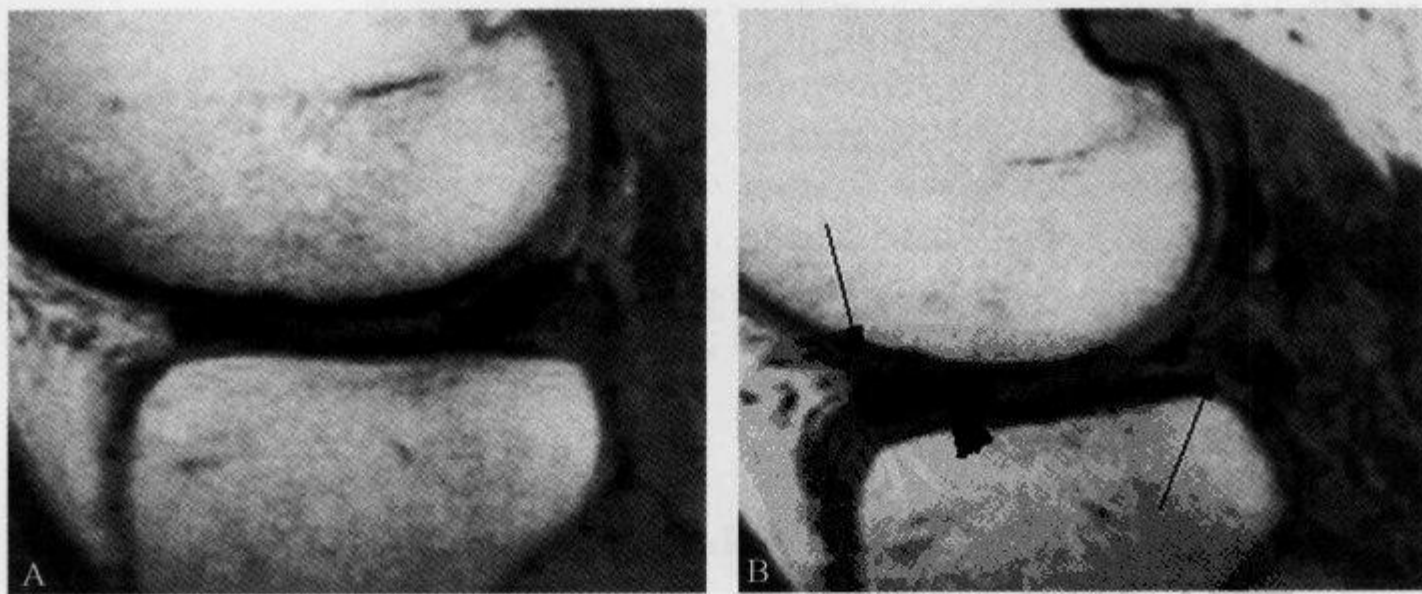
矢状位 MRI 示“半月板翻转征”
